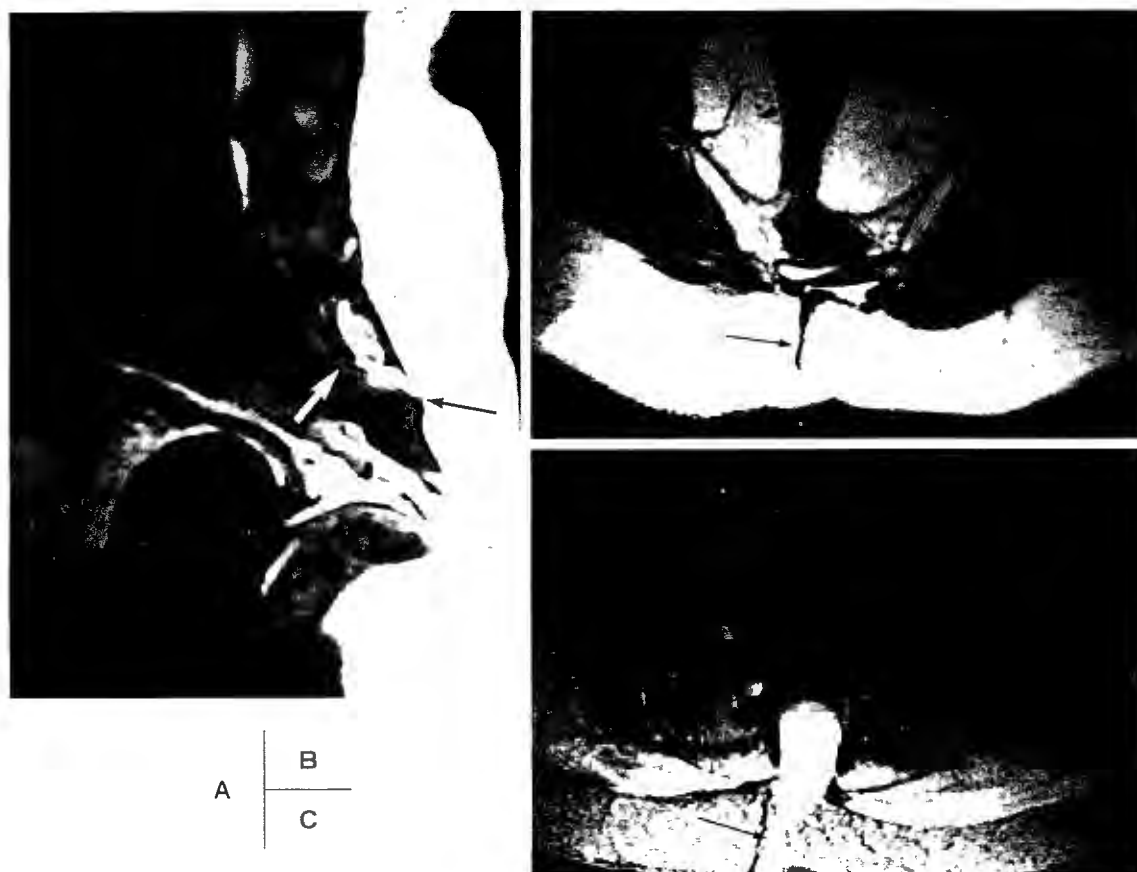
32歳, 女性 背側皮膚洞 A: MRI, T1 強調矢状断像(SE 500/15) 下位仙椎レベル背側では脊椎癒合不全があり, 欠損部からテント状に硬膜が突出している(→)。また, 脊髄は係留されている(→)。この断面では皮膚洞としては捉えられない。 B: T1 強調横断断像 前記欠損部から皮下脂肪内にかけて斜めに走る皮膚洞が見られる(→)。当該部皮膚はやや陥凹している。 C: T2 強調横断断像(SE 2500/90) 皮膚洞は高信号を呈しており(→), 内容が液状であることを示唆している。
